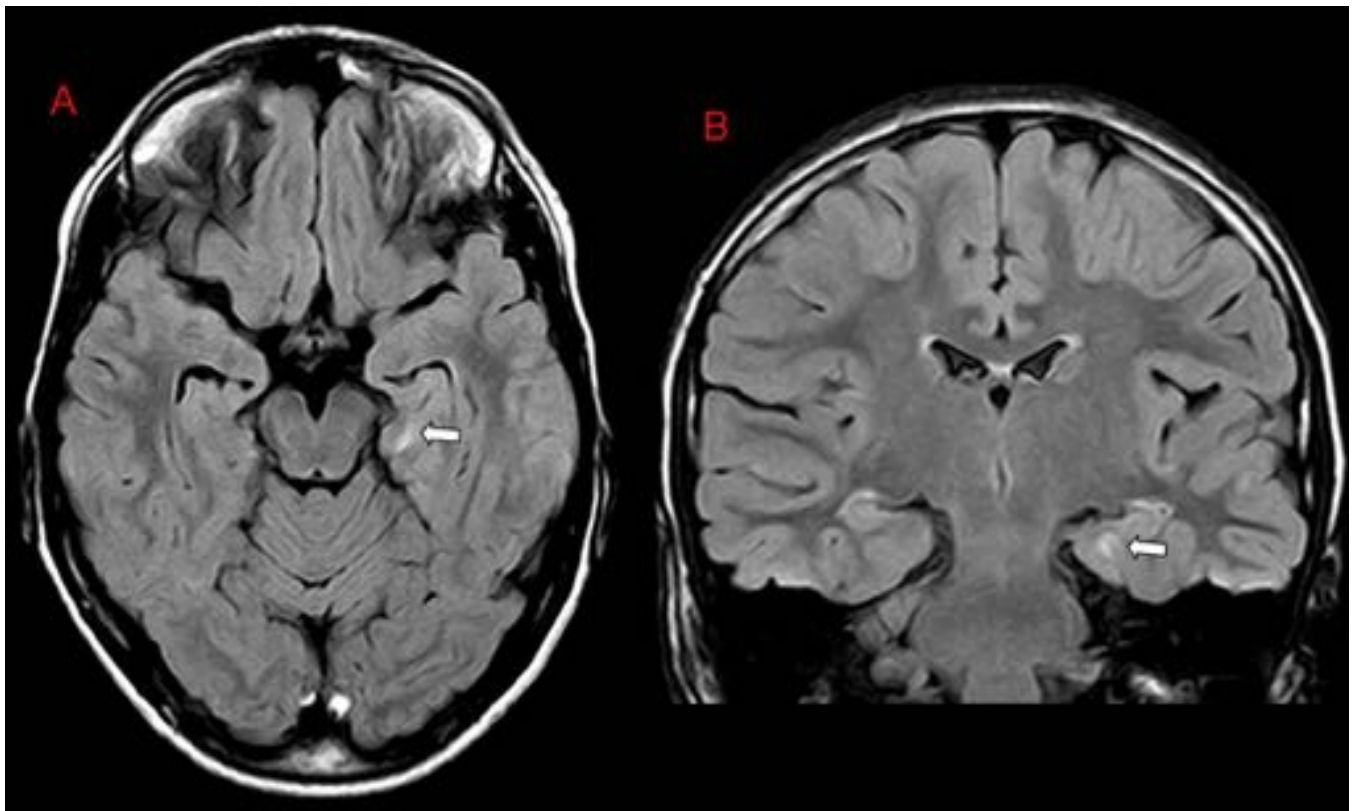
FIGURA 2. A. Axial FLAIR. B. Coronal FLAIR. Hiperintensidad de señal en sustancia blanca yuxtacortical en polo medial del lóbulo temporal izquierdo. Compatible con DCF tipo Ia.
